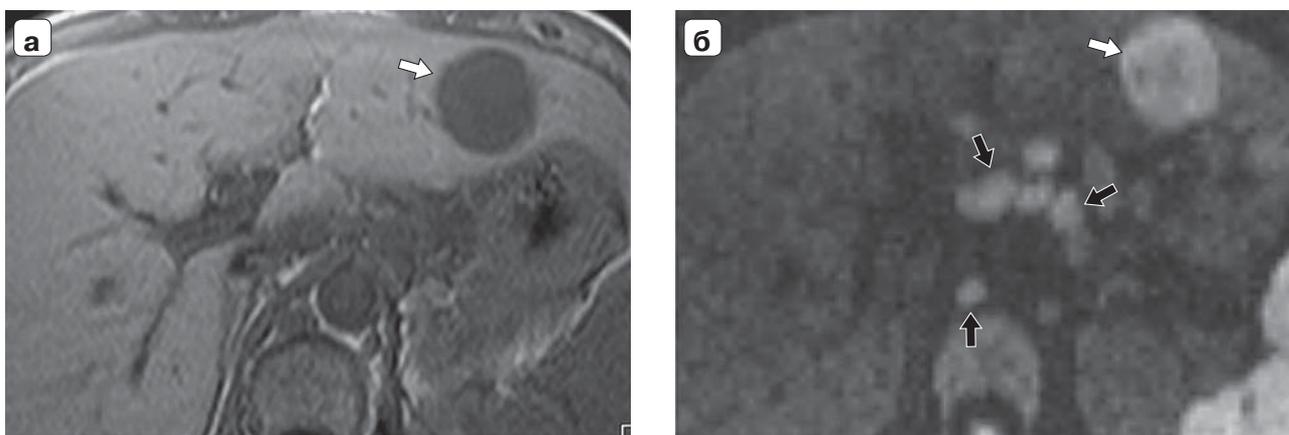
Магнитно-резонансная томограмма. Метастаз плоскоклеточного рака языка в печень: а – Т1ВИ, в левой доле печени округлое образование – метастаз (белая стрелка); б – диффузионно-взвешенные изображения, метастаз (белая стрелка) и множественные парааортальные лимфатические узлы (черные стрелки).
